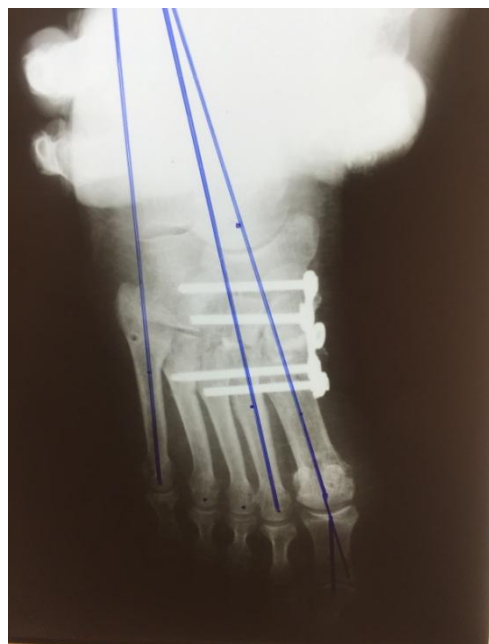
Фото и рентгенограмма правой стопы Ш. после реконструкции переднего отдела стопы.
